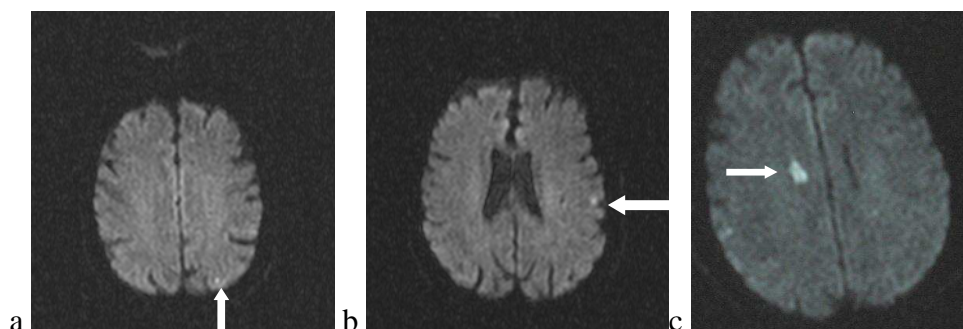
a-c: DWI-Läsionen ($< 2 \text{ mm}^2$, $2-5 \text{ mm}^2$ und $> 5 \text{ mm}^2$)
